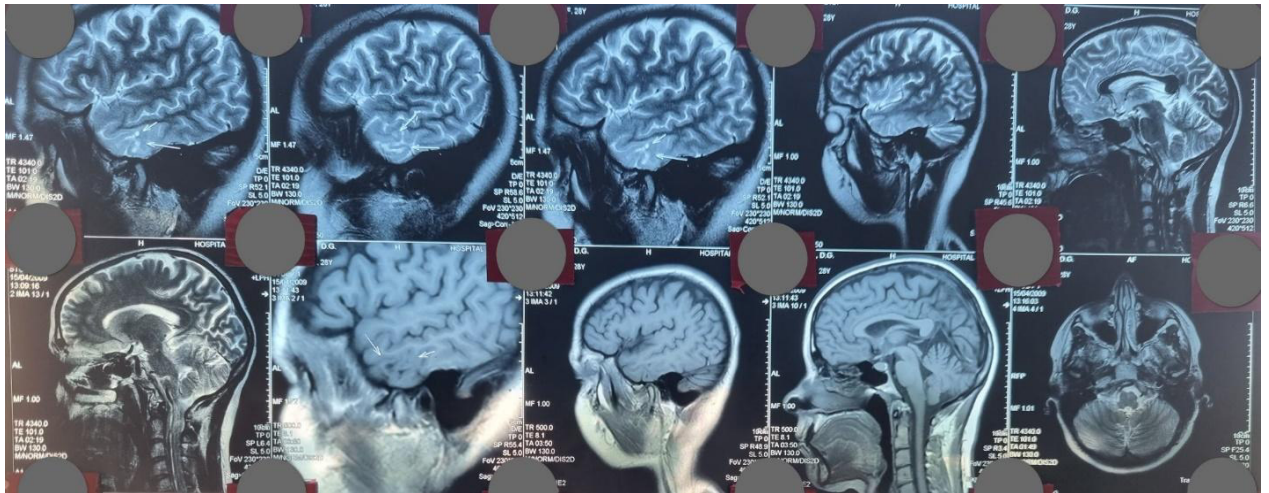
Pacienta X din studiu, cu vârsta de 19 ani. Imaginile sagitale T2W și FLAIR sunt sensibile pentru detectarea leziunilor structurale pe lobul temporal. RM arată o hiperintensitate subtilă a lobului temporal stâng pe T2W1 sagital (săgeată albă).
